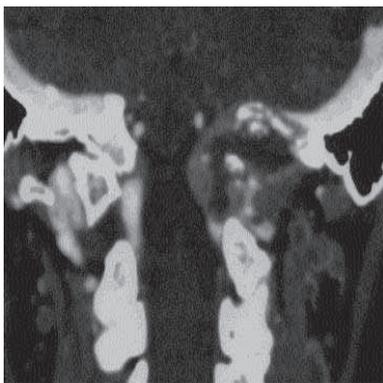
TDM en reconstruction coronale.
